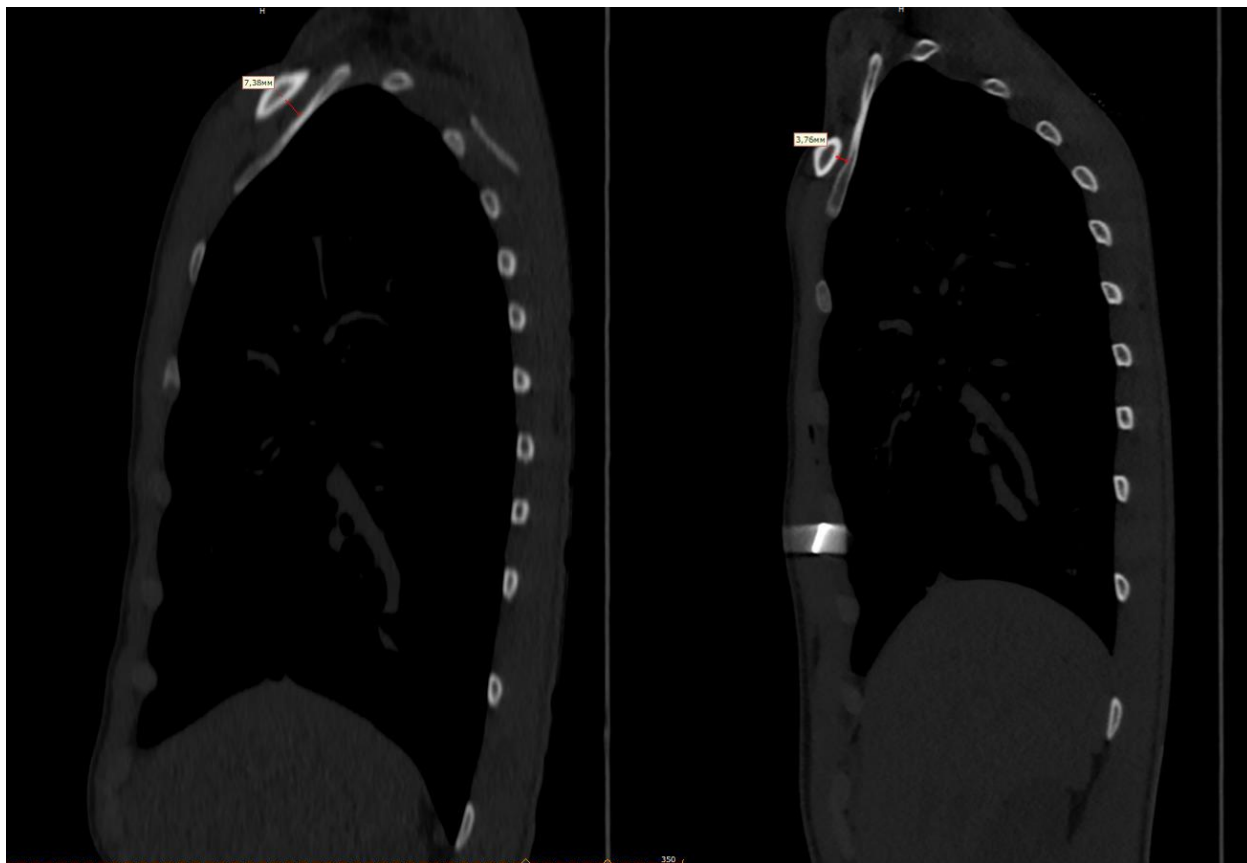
Сагиттальный скан МСКТ ОГК до операции и после коррекции ВДГК (сужение реберно-ключичного промежутка)
